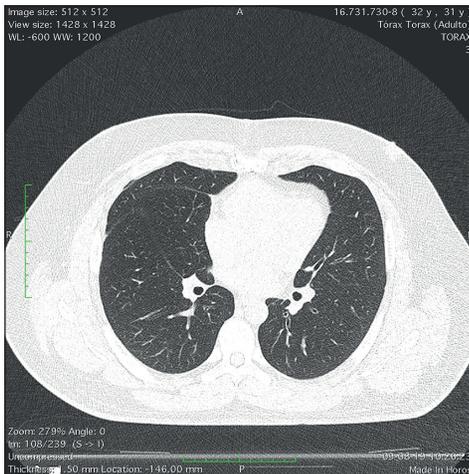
Corte coronal TAC de tórax de seguimiento luego de resección completa de lesión quística.
